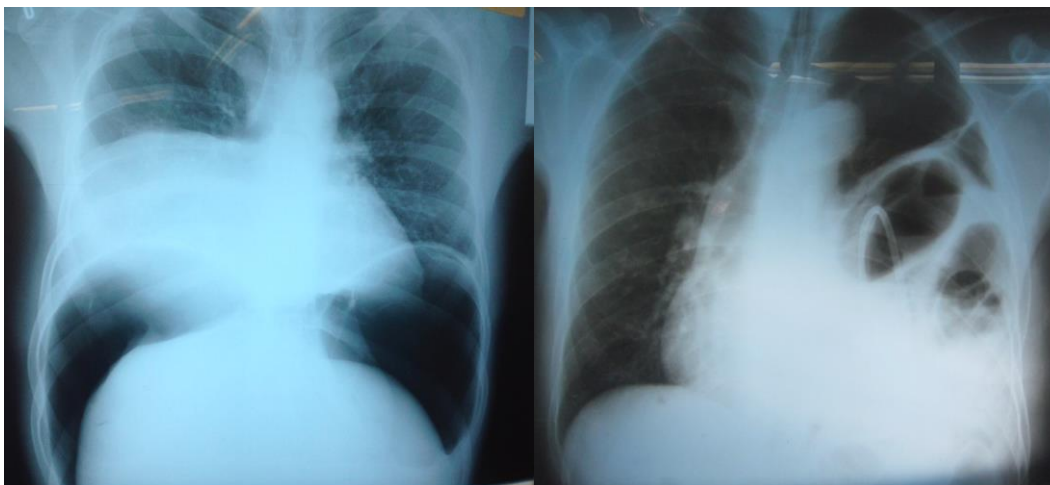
radiografia de tórax com ar subdiafragmático à direita e à esquerda, com volumoso pneumoperitонеo; Figura 6: radiografia de tórax com herniação de vísceras abdominais para o interior do tórax (hérnia diafragmática)
